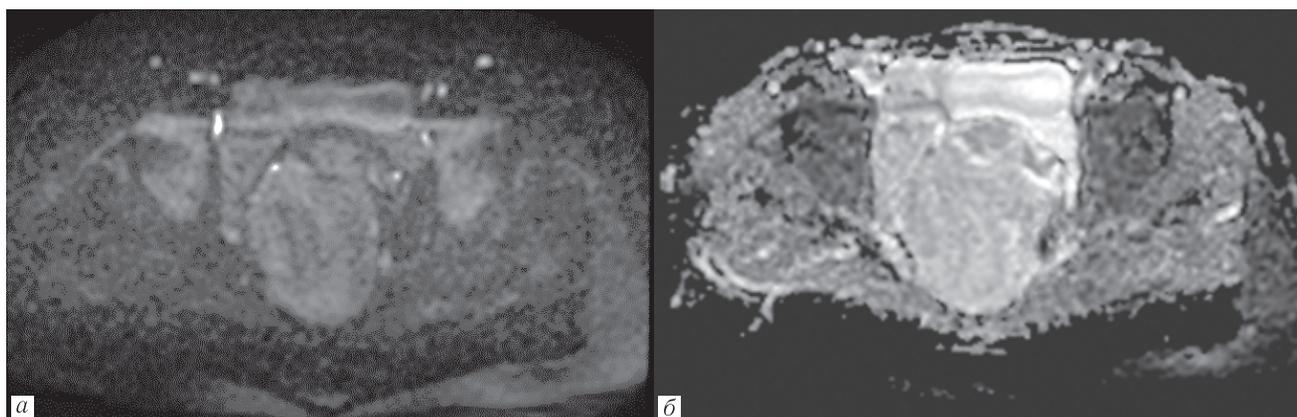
Образование не ограничивает диффузию на ДВИ (а) и при построении ИКД карт (б)
